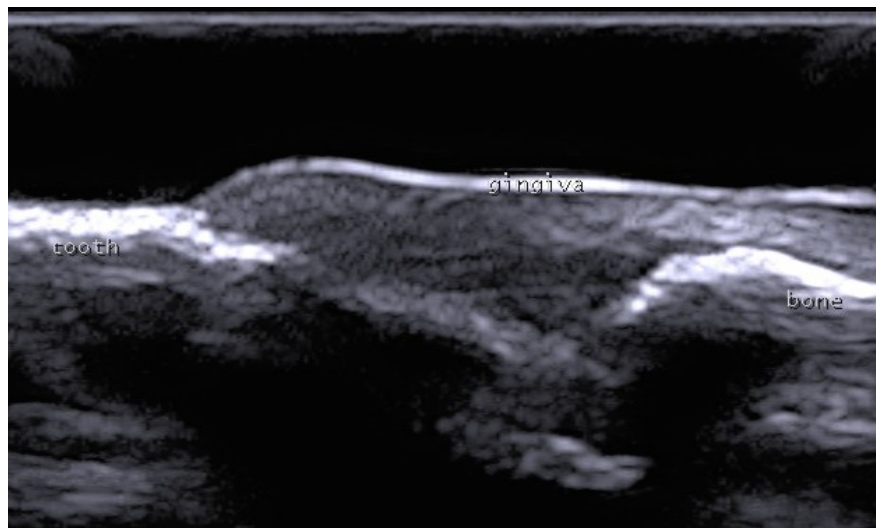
Sonogramm des marginalen Parodonts eines Schweinekiefers
